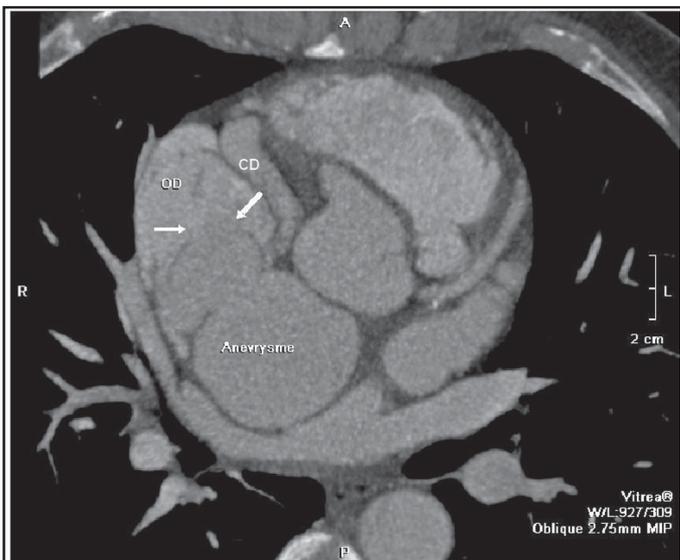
CT-scanner coronaire du 2^{ème} cas clinique montrant la coronaire droite (CD) dilatée dont le trajet aboutit à une cavité anévrysmale bilobée qui se draine elle-même dans l'oreillette droite (OD).
